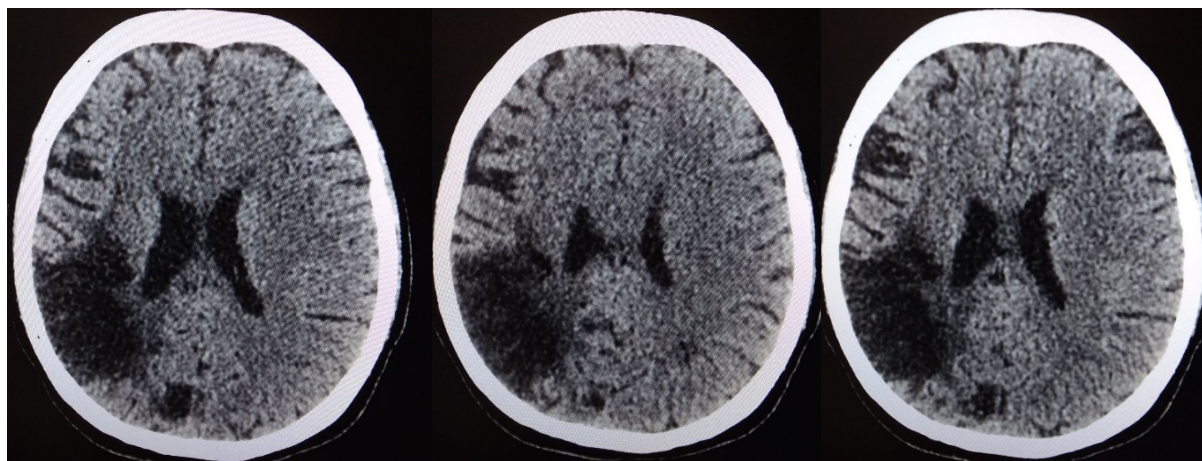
Результаты компьютерной томографии головного мозга больной О.
